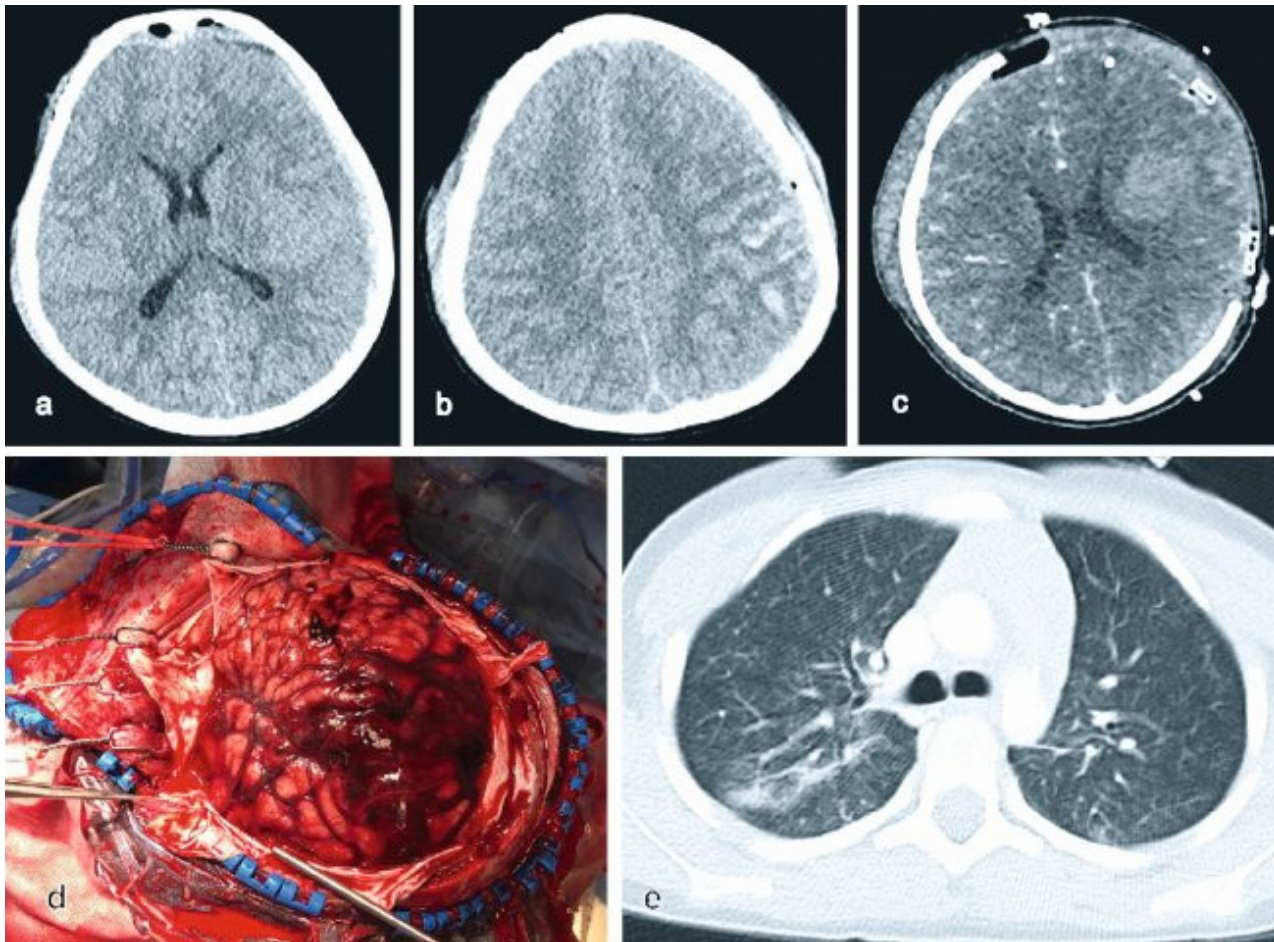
Fall eines 5 Jahre alten Jungen nach Sturz aus dem 3. Stock (ca. 9 m) mit schwerem Schädel-Hirn-Trauma und Lungenkontusionen; a + b zeigen das Schockraum-CT des schweren SHT mit führend Subduralblutung sowie Subarachnoidalblutungen links und Mittellinienverlagerung nach rechts; c Befund nach Hemikraniektomie; d intraoperativer Befund der Hemikraniektomie; e Lungenkontusionen führend rechts
